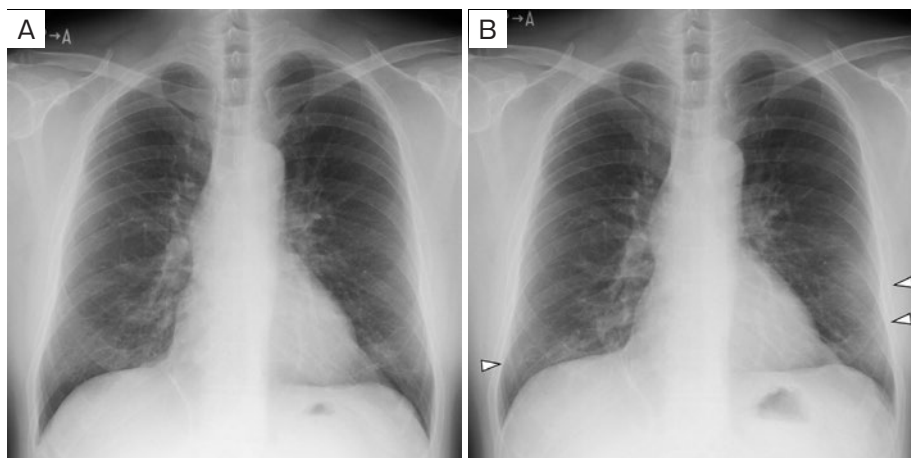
Chest X-ray findings. (A) On the 3rd day after the first consultation. No abnormality was seen to chest X-ray. (B) On the 5th day after the first consultation. A pale interstitial shadow (white arrowheads) was seen to chest X-ray.
